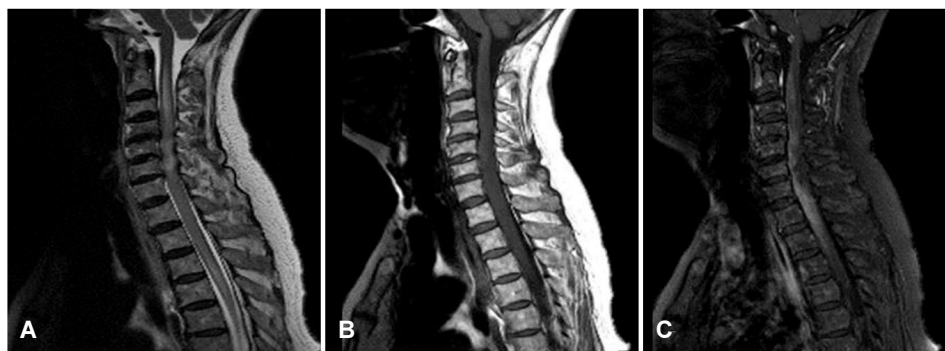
Spinal magnetic resonance imaging of the patient. (A) T2-weighted sagittal image shows a diffuse high signal intensity lesion at the spinal cord of C1-T3 level. (B, C) T1-weighted images (pre and post enhancement) show an abnormal enhancement.
